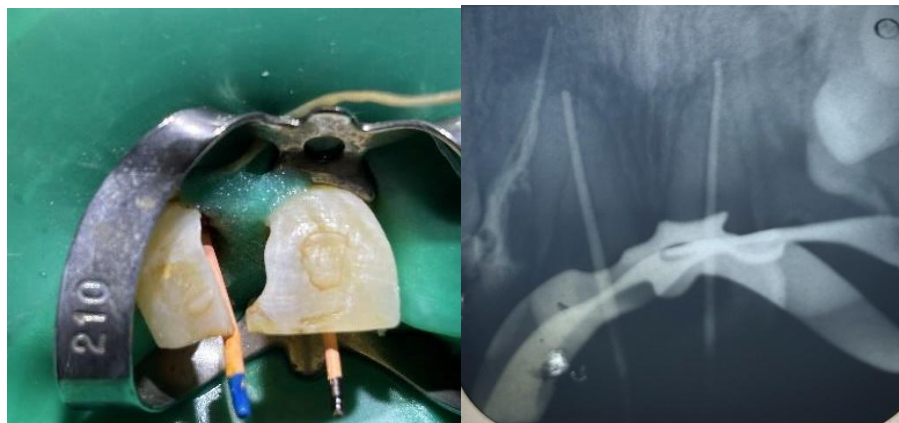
Colocación de conos principales y posterior radiografía para corroborar la longitud de trabajo
